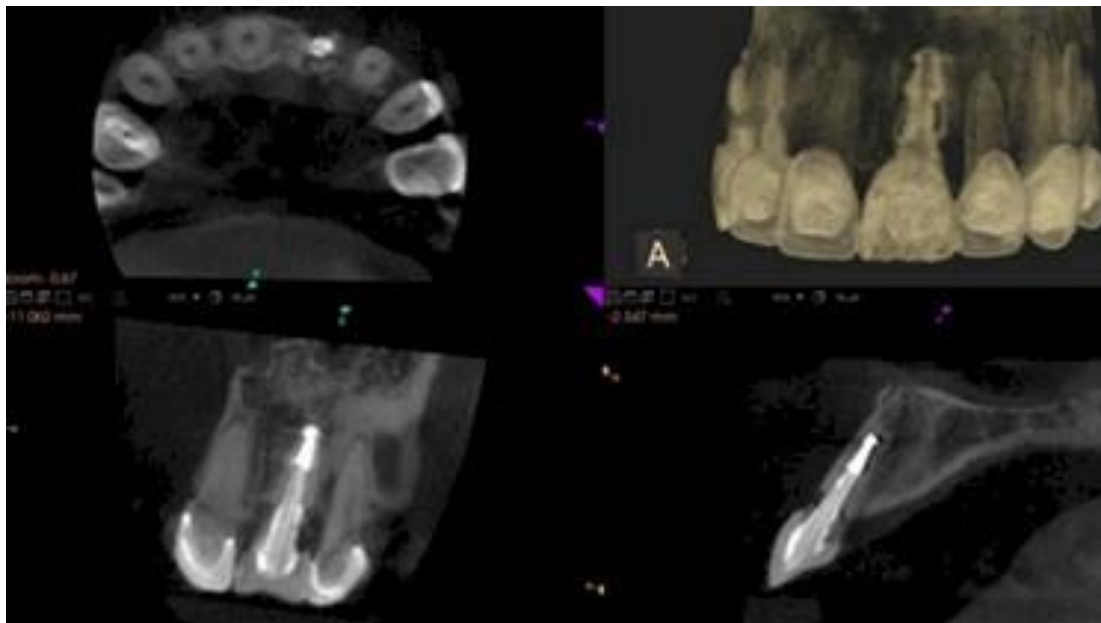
Evaluación pre-quirúrgica de central superior derecho. (Fuente: <http://www.portalesmedicos.com/publicaciones/articulos/4954/2/Cone-beam.-Tomografia-computarizada-de-haz-conico.-Aplicaciones-en-odontologia>)
